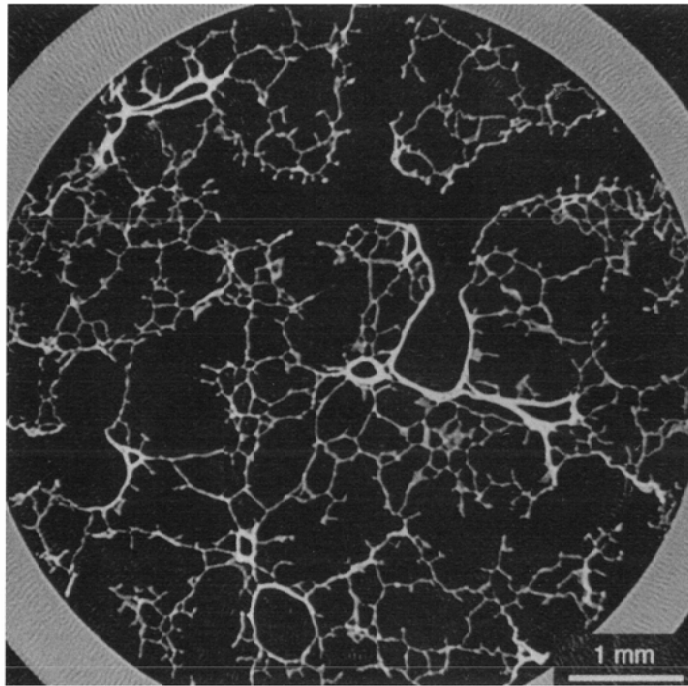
正常肺の放射光単色X線超高分解能CT像
